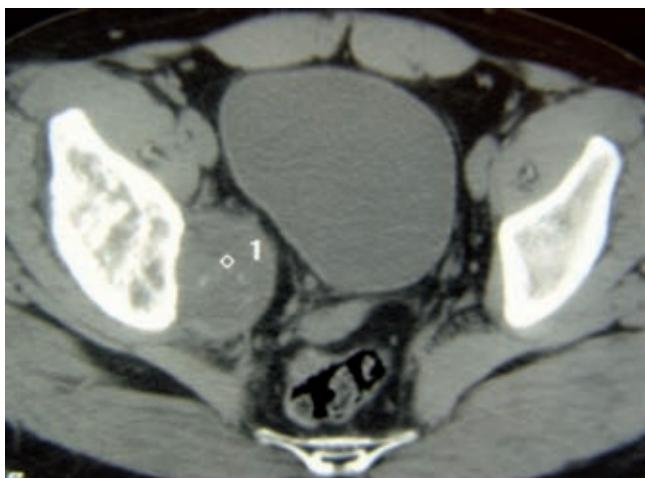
Caso No. 3. Tomografía axial computarizada. Condrosarcoma pélvico derecho.
